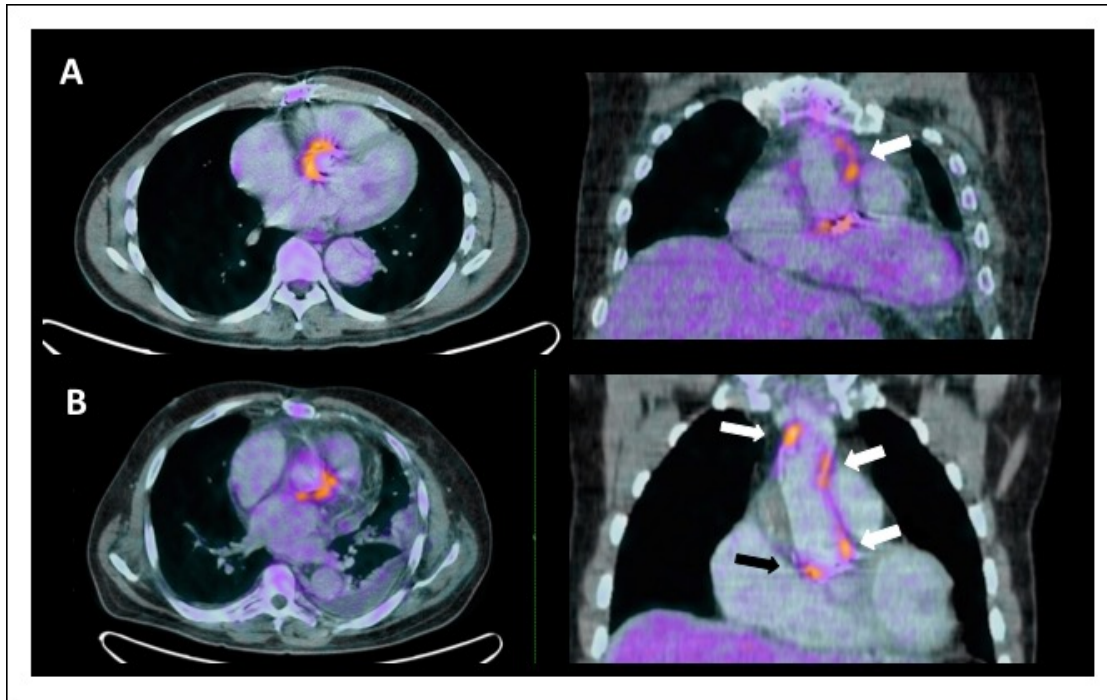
PET/TC en tubos protésicos aórticos.
